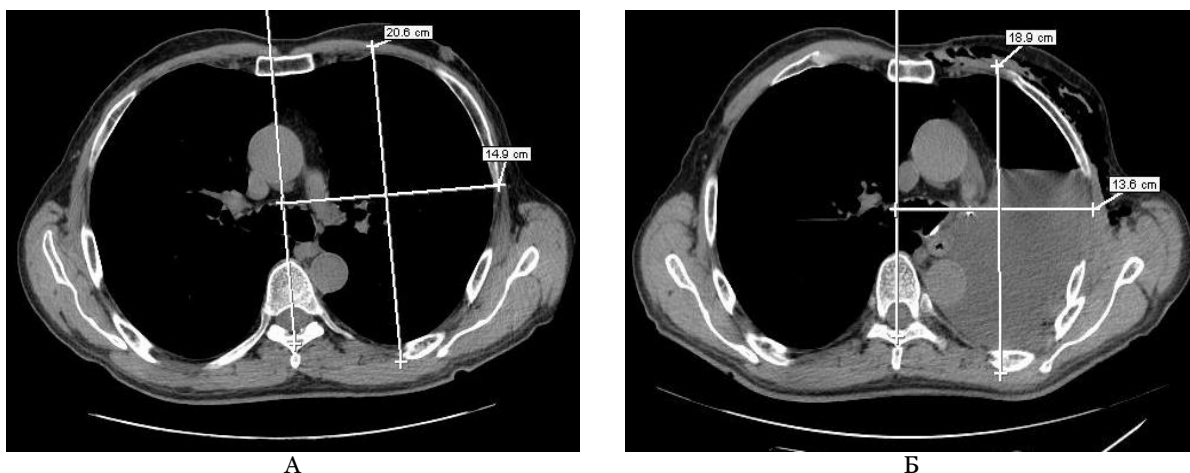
Компьютерная томограмма пациента П. Аксиальный срез на уровне бифуркации трахеи. Отмечены передне-задний и поперечный размеры левой половины грудной клетки. Обозначения: А – до операции; Б – 10-е сут после пневмонэктомии слева.
